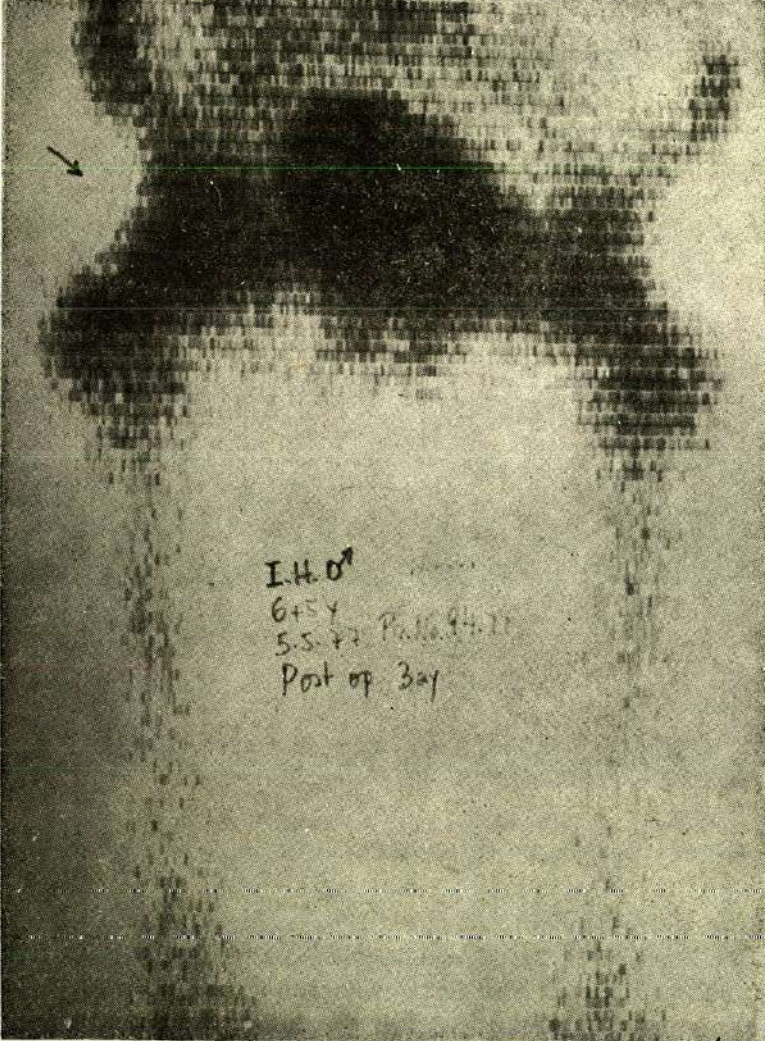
SM, Aynı hastanın sağ kalçasına yapılan Doublet Osteotomi ameliyatında 3 ay sonraki sintigrafisi sağ kalçadaki pre-operatif up-take defektinin dolmak üzere olduğunu simgeliyordu. (Ameliyatın revaskülarizasyon etkisinin kanıtı).
